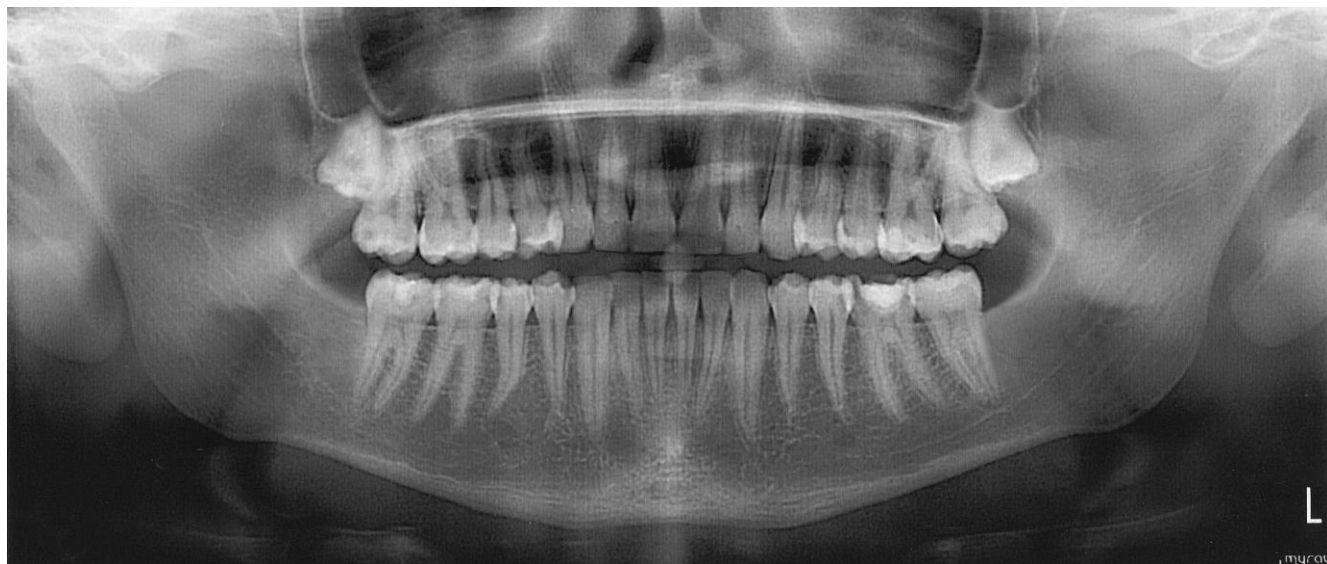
Ортопантомограма хворого П., 23 роки. Стан до лікування.
